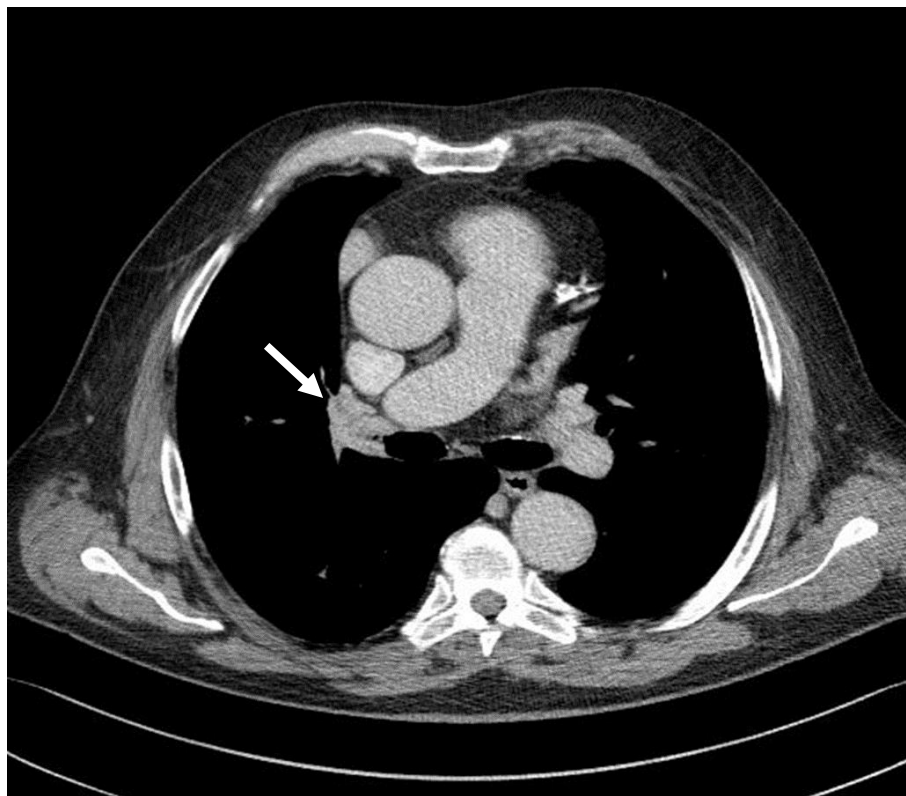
Imagen de TC de paciente con tumor carcinoide endobronquial a nivel de bronquio lobar superior derecho.
